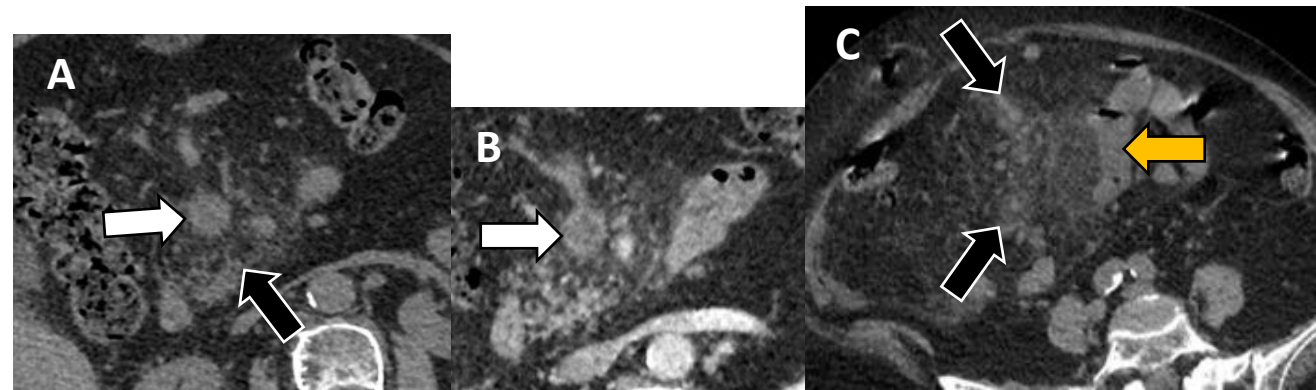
Isquemia mesentérica de origen venoso. (A) TC axial basal con aumento de calibre de la vena mesenterica superior (*flecha blanca*) y trabeculación de la grasa adyacente (*flecha negra*), signos sugestivos de trombosis y confirmado en (B) TC con contraste, fase portal. (C) Extensión de la trabeculacion grasa por el mesenterio del intestino delgado, asociado a engrosamiento de segmento de asa intestinal (*flecha naranja*).
